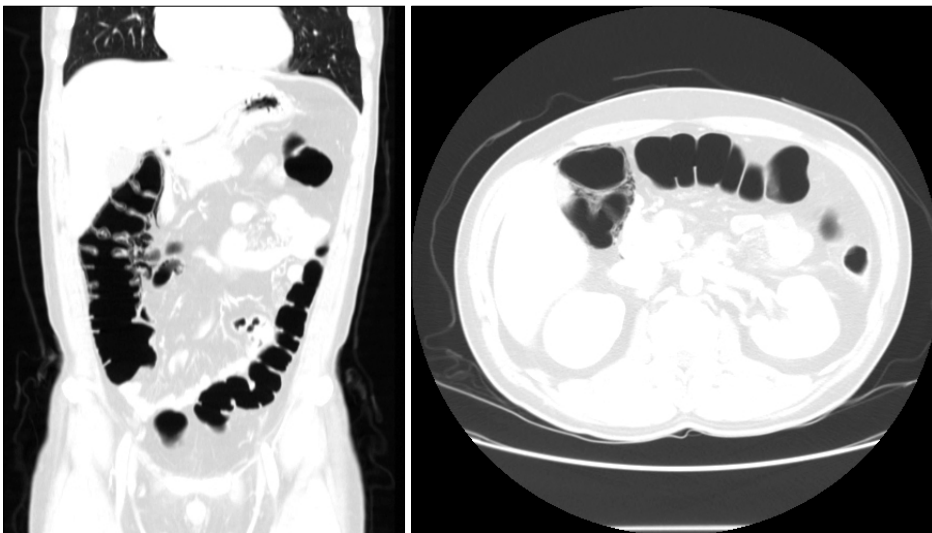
Abdomen CT images showed multiple linear intramural air densities in the hepatic flexure and ascending colon.
